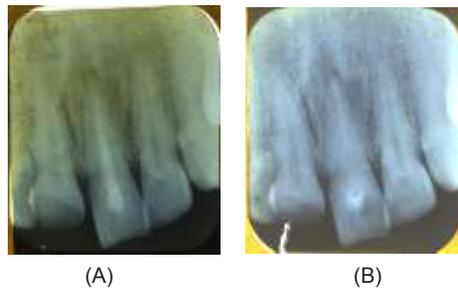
Radiograf gigi 21. (A) terdapat area radiolusen pada jaringan di sekitar apikal (B) Bagian apikal gigi belum menutup sempurna (apeks terbuka), (C) pembesaran gambar 2B
